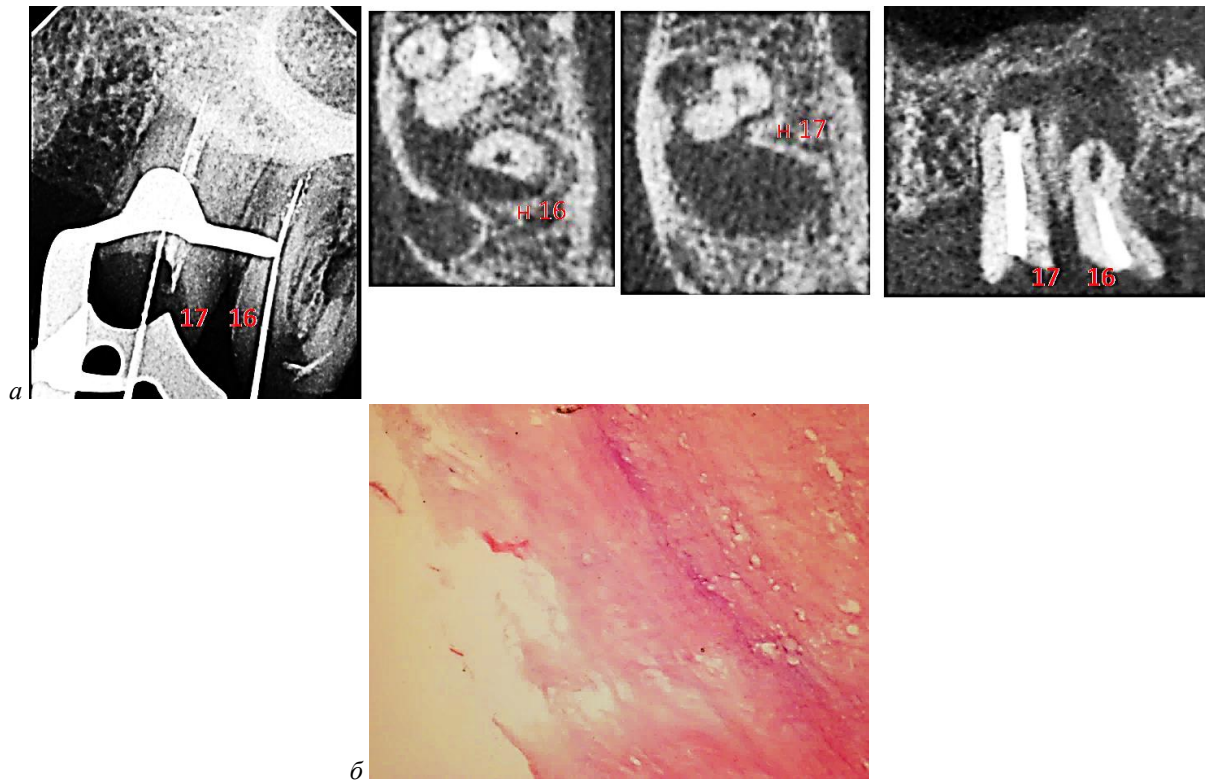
Рентгенограмма с помощью радиовизиографа и КЛКТ 16, 17 зубов (а). Препарат 16 зуба. Цемент с признаками резорбции. Окраска гематоксилином и эозином: $\times 400$ (б).
